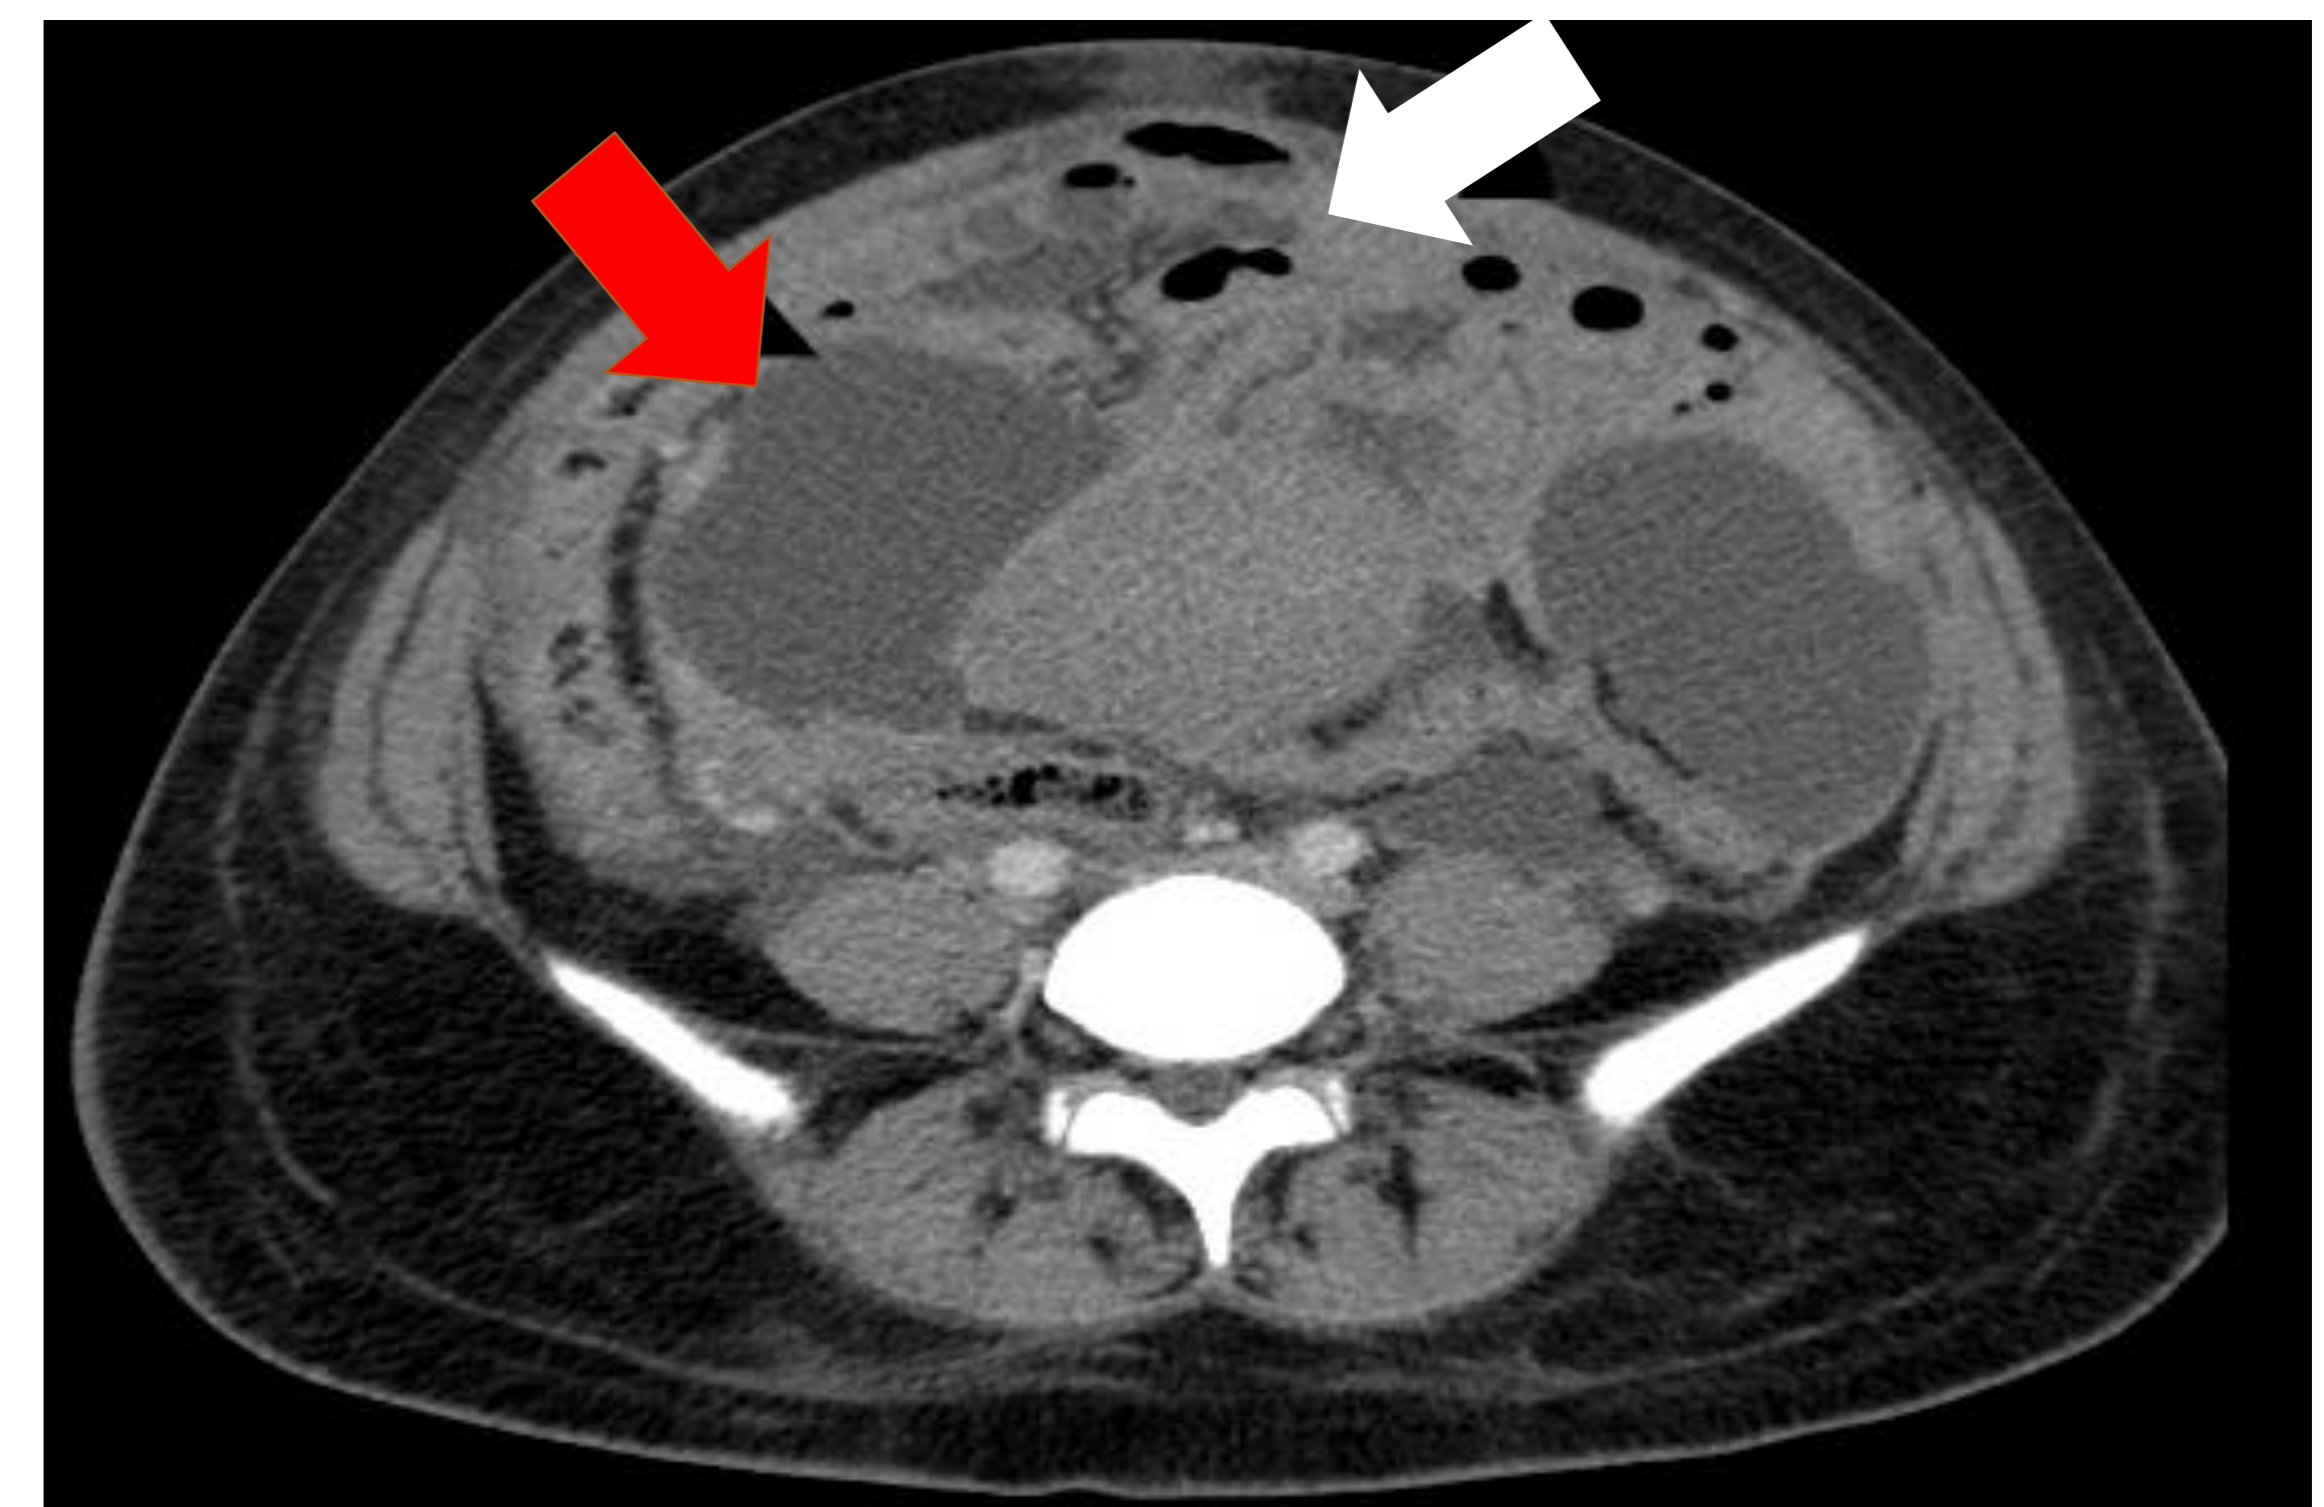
TC abdômen evidenciando líquido livre em cavidade abdominal (seta vermelha) e espessamento do peritônio (seta branca) sugerindo ascite.
